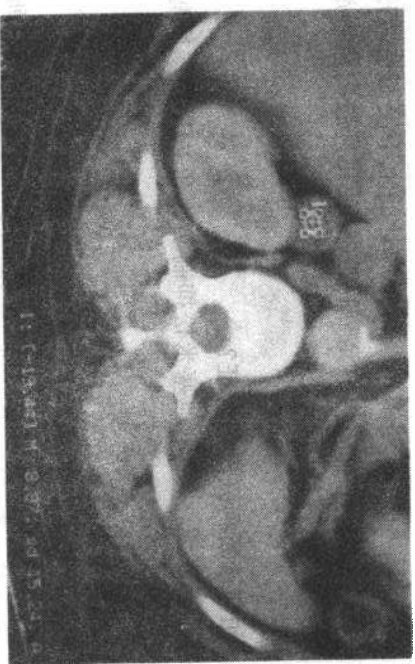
62岁肺癌病人CT扫描图像,偶然发现右肾上腺病变,其密度低于10,为腺瘤密度
